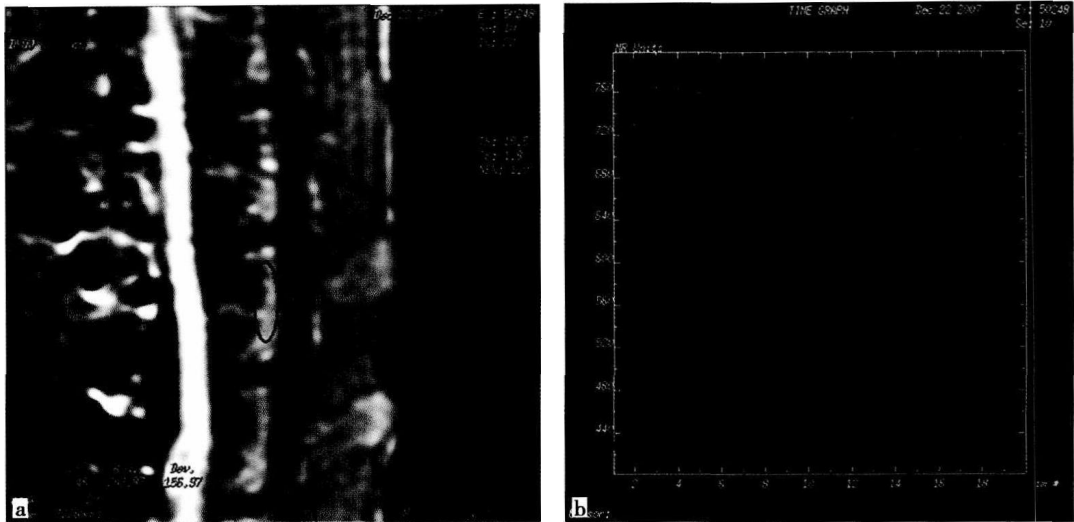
兔腰椎动态增强 MRI 原始图像及工作站后处理自动生成的时间 - 信号强度曲线
